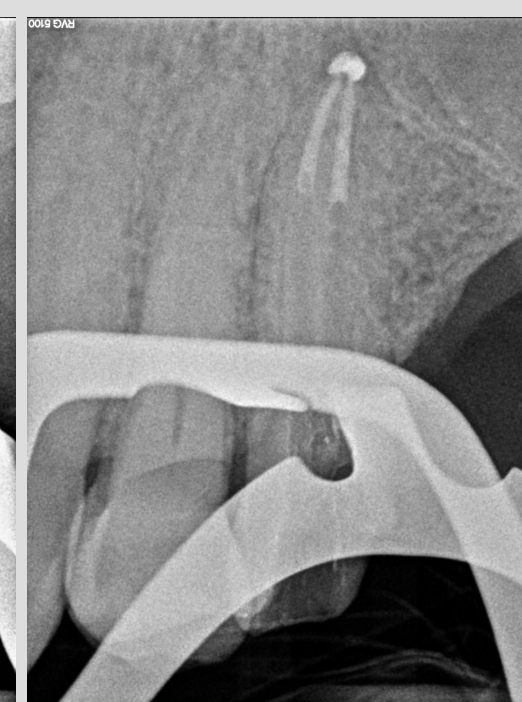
Radiografia periapical de down-pack.
